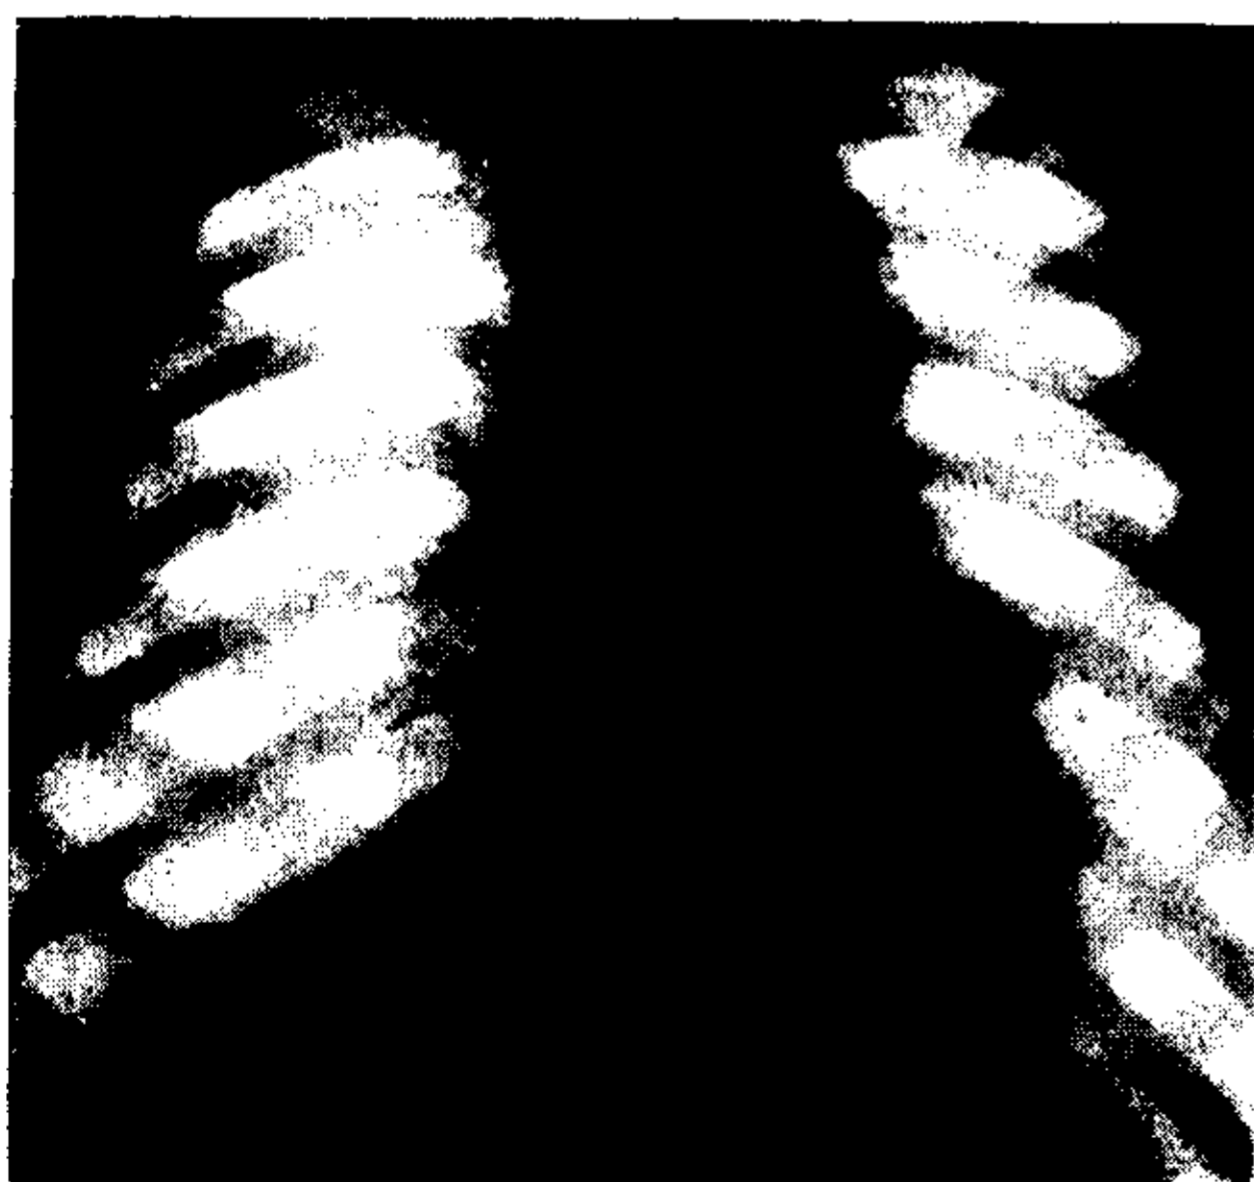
Radiografía standard. Aneurisma de la aorta descendente.
